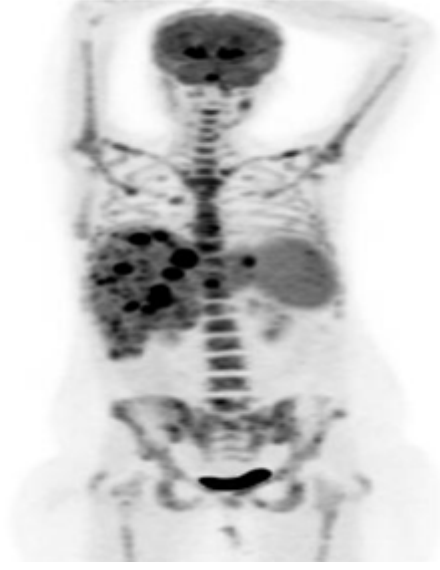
PET/BT görüntüsünde koronal kesitte diffüz dalak tutulumu görülmektedir.
